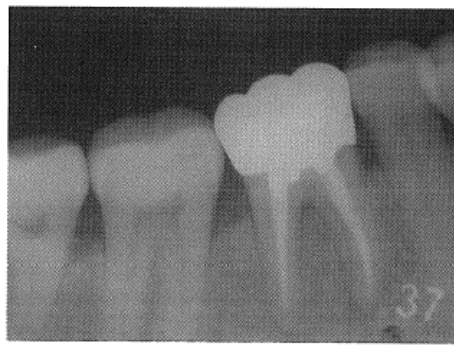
X-ray photograph of tooth 46 three months after root canal filling. Furcation bone loss is on the way to recovery, although some bone loss remains at the furcation.
